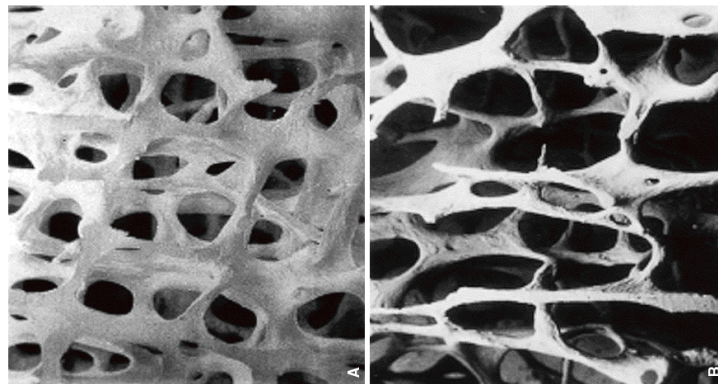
Imagen tridimensional de alta resolución obtenida por microtomografía computarizada. A: hueso normal; B: osteoporosis.¹⁰
